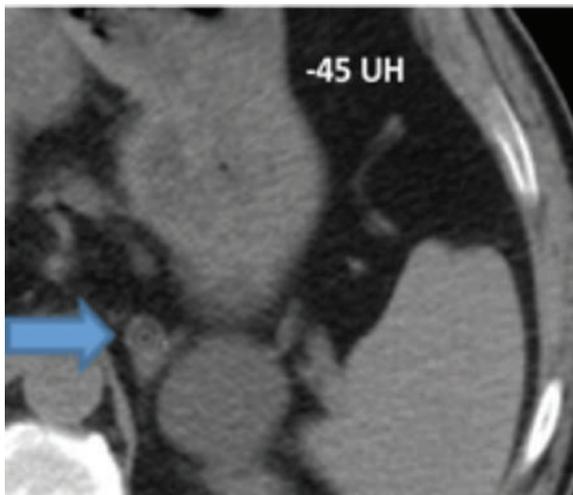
TC de abdomen simple. Incidentaloma suprarrenal en el que se detecta una densidad de -45 UH (flecha). Este hallazgo es compatible con mielolipoma.
